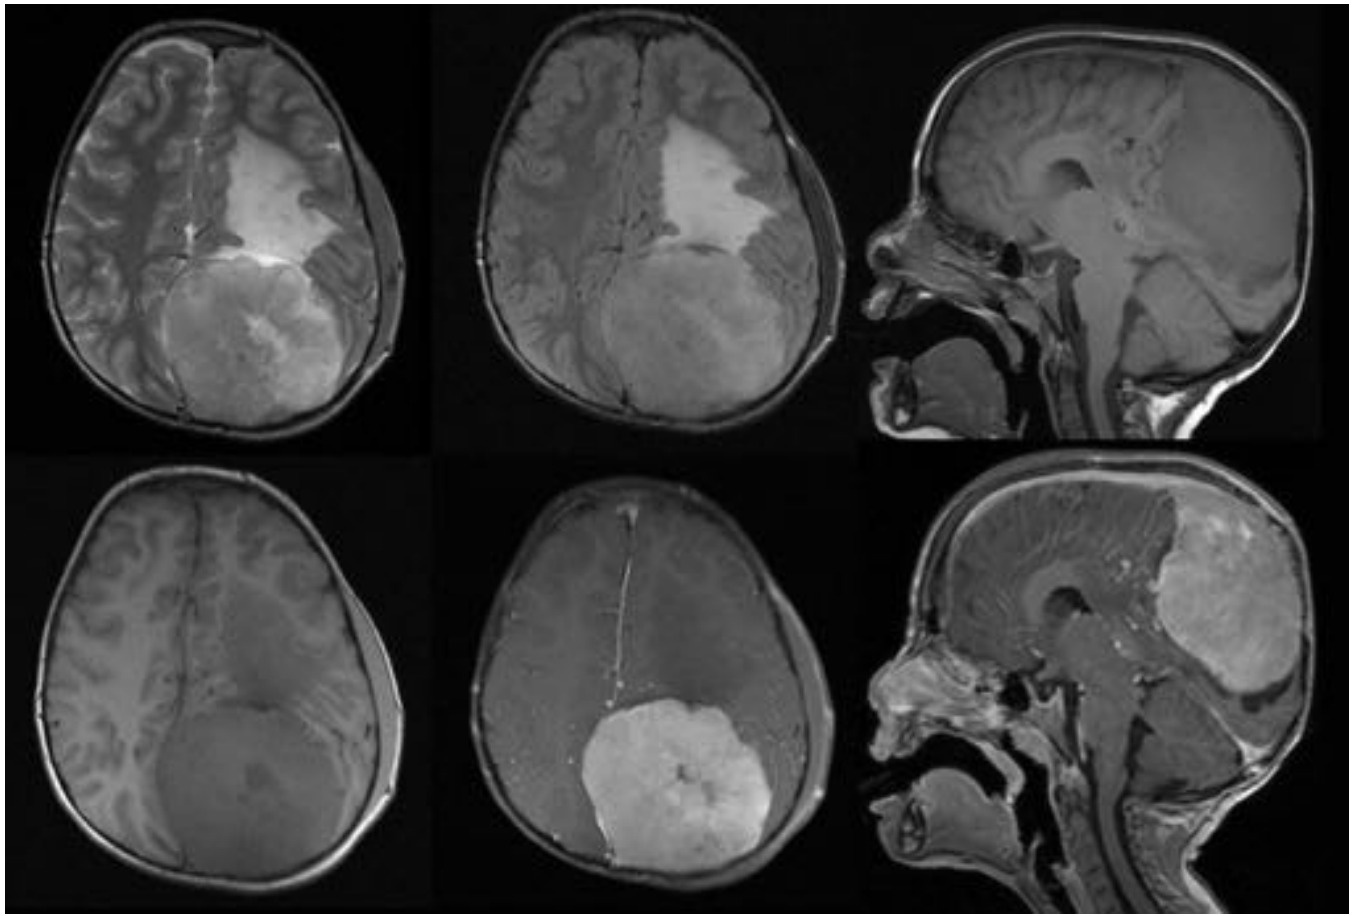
Niño de 6 años con lesión detectada incidentalmente en TC tras TCE. Lesión sólida de gran tamaño con base de implantación a lo largo de la convexidad parieto-temporo-occipital izquierda. Importante edema perilesional y efecto masa sobre el parénquima cerebral y el cuerpo caloso. Desviación del sistema ventricular y de la línea media hacia la derecha. T1+C: Realce precoz, intenso y relativamente homogéneo. A.P: Meningioma fibroso (fibroblástico) (Grado I de la OMS).
